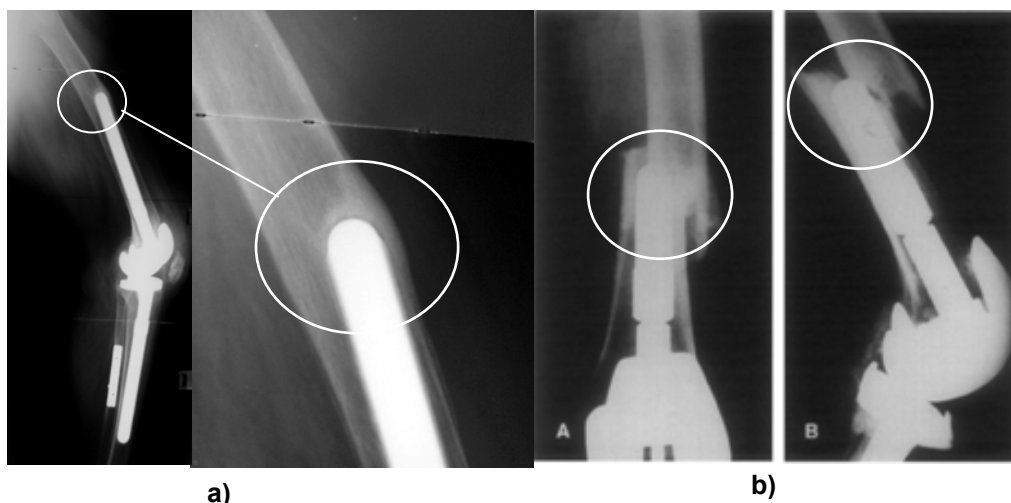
a) Radiografias na zona da extremidade da haste femoral, evidenciando hipertrofia e; b) fractura.
